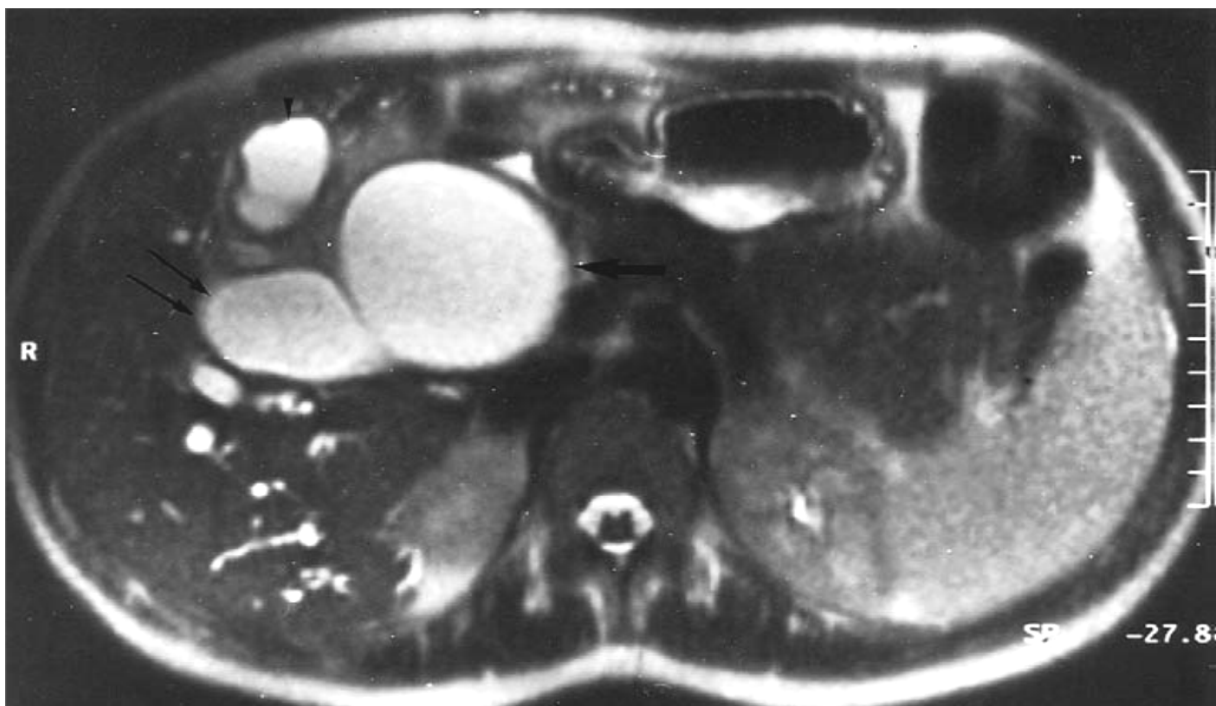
Coupe axiale IRM T2:Dilatation des VBEH+importante dilatation kystique fusiforme de la VBP (flèche noir épaisse) ; service de chirurgie viscérale Marrakech.
